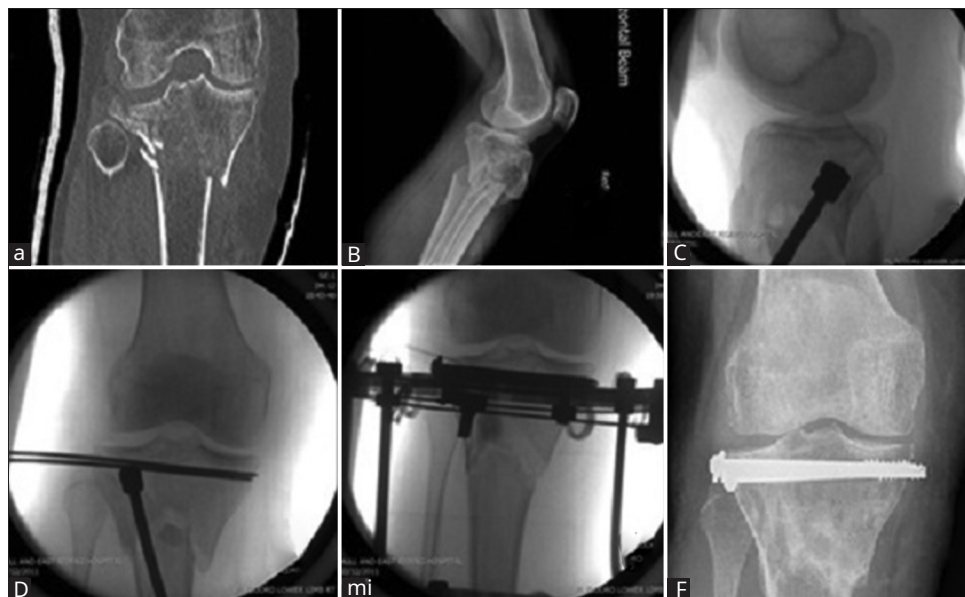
(a y b) Configuración de fractura mostrada en TC, (c) Elevación de la superficie articular, (d y e) Aplicación del marco con la aplicación GeneX, (f) Después de la extracción del marco que demuestra el mantenimiento de la superficie articular
